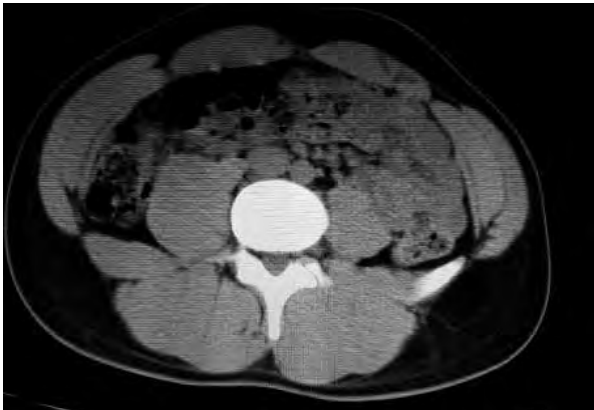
大腿切断選手のL4レベルの水平断(MRI)
